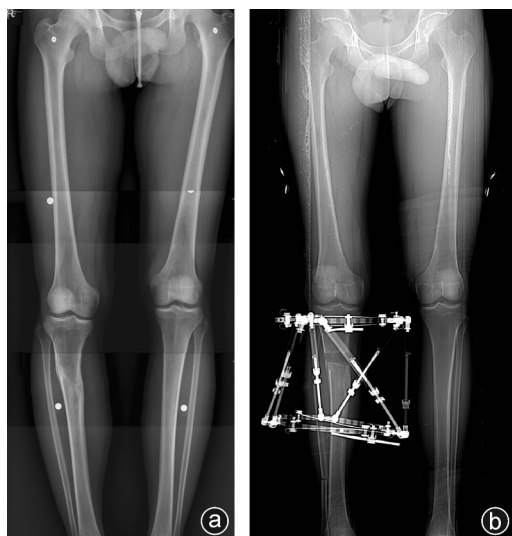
病人,男,26岁,9年前右胫腓骨骨折保守治疗 a:术前X线片示右胫骨短缩,成角畸形;b:术后3个月X线片示右胫骨长度同左侧,可见骨痂
